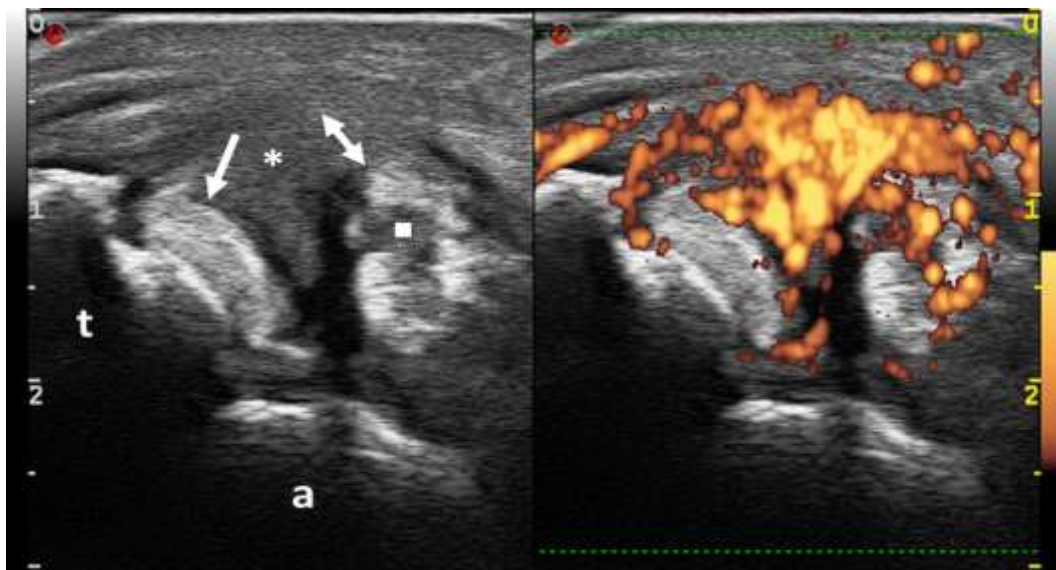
Scansione trasversale. Si può osservare la presenza di una marcata ipertrofia sinoviale all'interno della guaina tendinea, con intenso segnale power Doppler, e la presenza di aree ipoecogene intratendinee. Legenda. asterisco: ipertrofia sinoviale, a: astragalo, freccia: tendine del tibiale posteriore, freccia doppia: tendine del flessore lungo delle dita, quadrato: area ipoecogena intratendinea, t: tibia.
